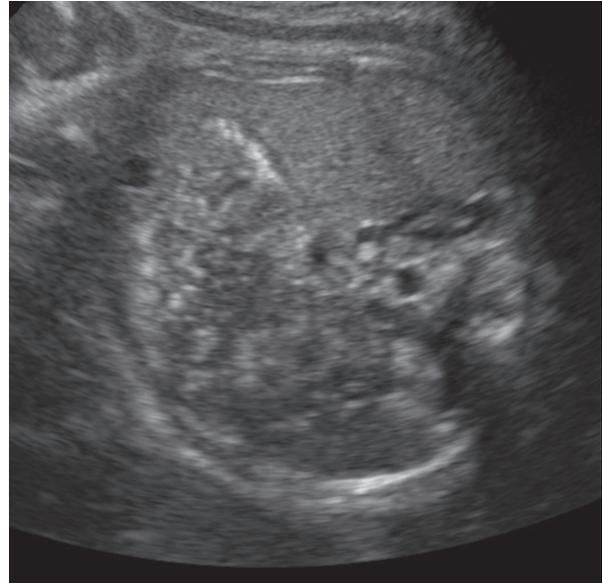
Corte transversal del abdomen fetal. Imágenes hiperecogénicas en vesícula biliar. Ultrasonido 2D convencional.
